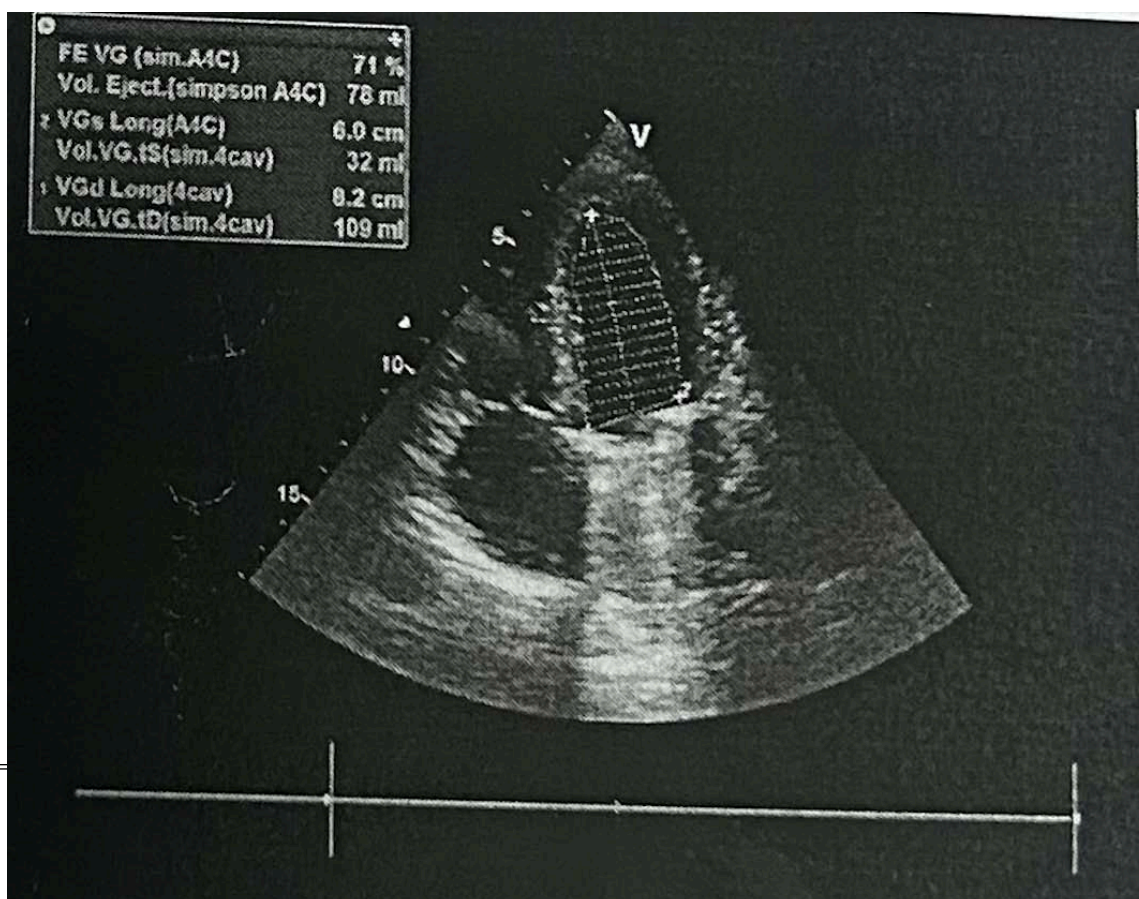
Échocardiographie trans thoracique d'une patiente de notre série montrant deux prothèses mitrale et aortique
